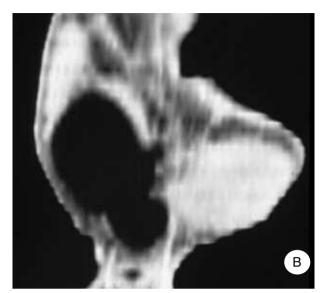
A) Voluminosa massa ipotenare a lento sviluppo responsabile di sintomatologia nevralgica nel territorio del nervo ulnare; B) la RM ipotizza la natura lipomatosa della neoformazione; C) all'esplorazione chirurgica si evidenzia voluminoso lipoma che non invade il nervo ulnare ma lo disloca in maniera importante, richiedendo un isolamento atraumatico; D) dopo la rimozione il nervo ulnare è libero da compressione anche se visibilmente elongato a causa della espansione causatagli dal tumore
